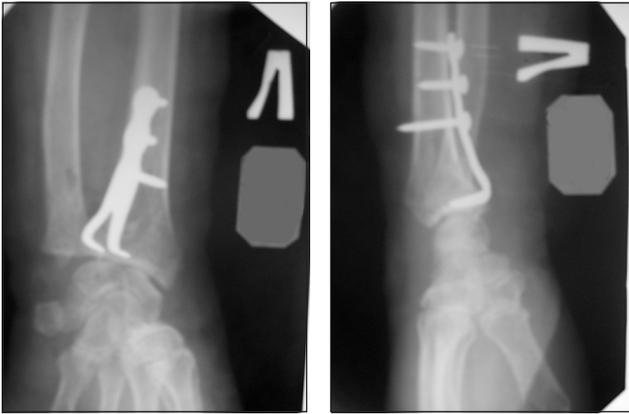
Фотоотпечатки рентгенограмм левого лучезапястного сустава пациентки Ч. после операции
